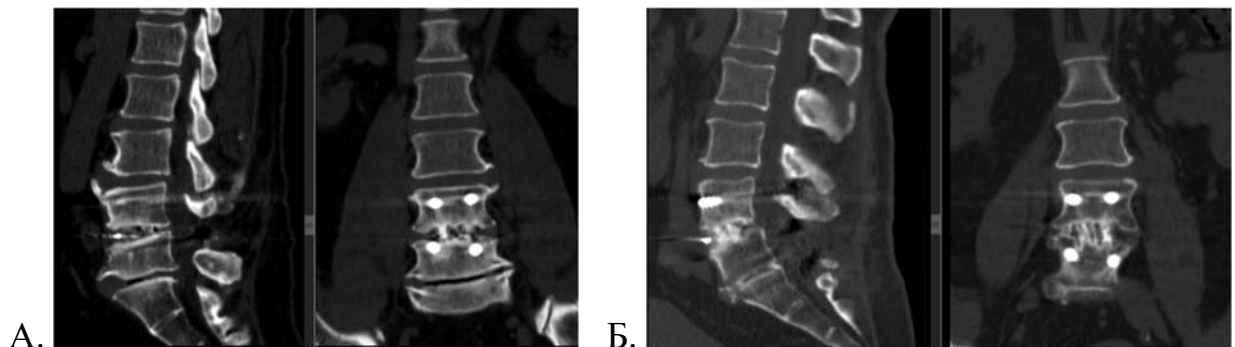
КТ поясничного отдела позвоночника. А - Несформированный костно-металлический межтеловой блок после трансфораминального межтелового спондилодеза, транспедикулярной фиксации на уровне L4–L5 на сроке 19 мес. после вмешательства; Б - Сформированный костно-металлический блок L4–L5 после трансфораминального межтелового спондилодеза, транспедикулярной фиксации на уровне L4–L5 на сроке 23 мес. после вмешательства. Проседание межтелового имплантата
